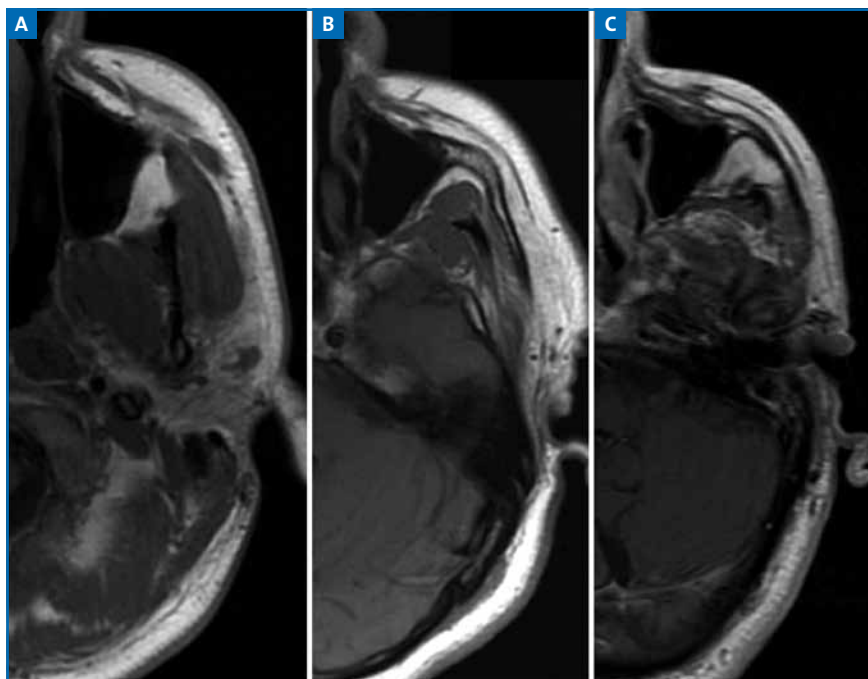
Diminution des parties molles avec l'âge quantifiée par l'IRM chez l'homme; ici la zone interne et latérale de la partie haute de la joue. A : jeune; B : âge moyen; C : sujet âgé (d'après [6]).
